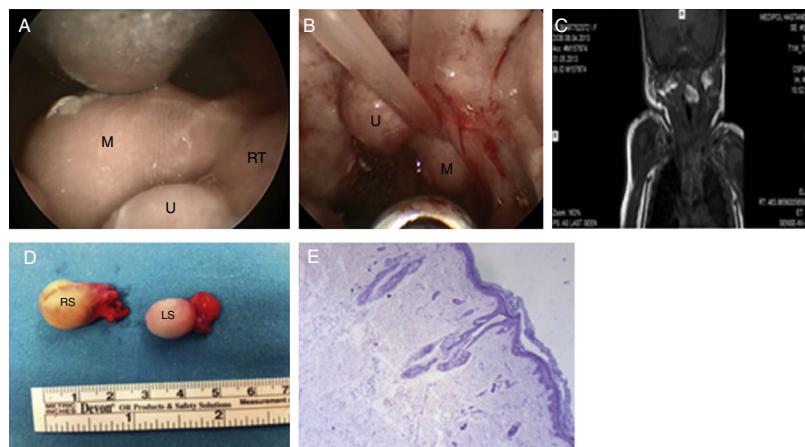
A, Pólio piloso com origem no pilar posterior da tonsila direita (M: tumor; U: úvula; RT: tonsila direita). B, Pólio piloso com origem no pilar posterior da tonsila esquerda, com prolongamento pela nasofaringe (M: tumor; U: úvula). C, IRM do pólio piloso com origem no pilar posterior da tonsila direita. D, os espécimes excisados (RS: espécime direito; LS: espécime esquerdo). E, Epitélio pavimentoso queratinizado na superfície e componentes de tecido mesenquimatoso, como folículos pilosos enfileirados em torno do núcleo fibroadiposo (HE \times 40).
